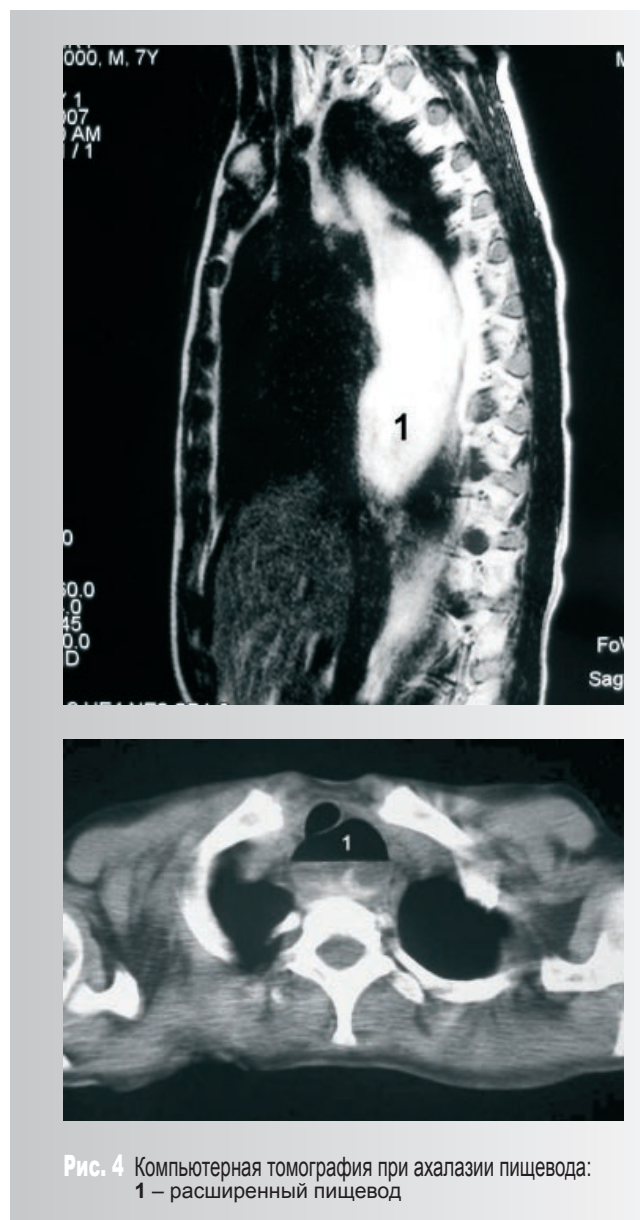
Компьютерная томография при ахалазии пищевода:
